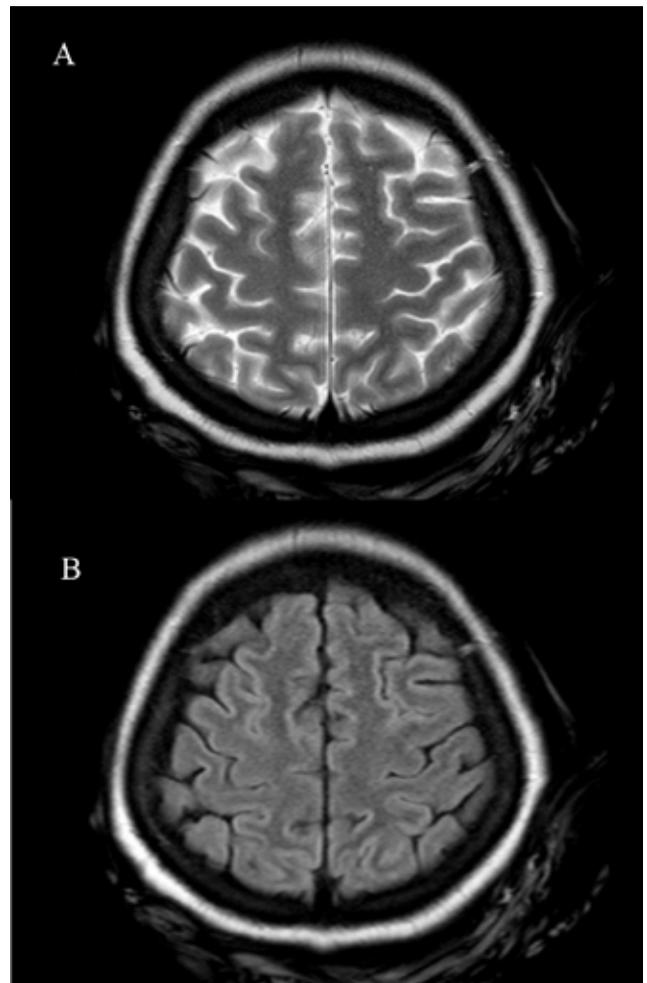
RM T2 (A) y FLAIR (B) de encéfalo a las 8 semanas, con resolución de lesiones.
